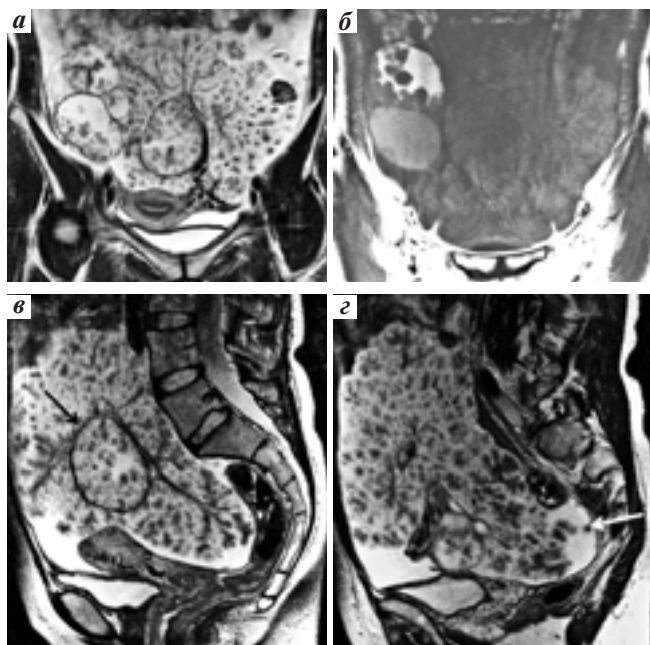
Магнитно-резонансные томограммы таза: во фронтальной плоскости в режимах T2 (а) и T1 (б); в парасагитальной плоскости на уровне левого яичника в режиме T2 (в, г). Стрелками указаны: капсула кистомы левого яичника (в) с массивными папиллярными разрастаниями по внутренней и наружной ее поверхности и солидный имплантат по париетальной брюшине таза (г)
